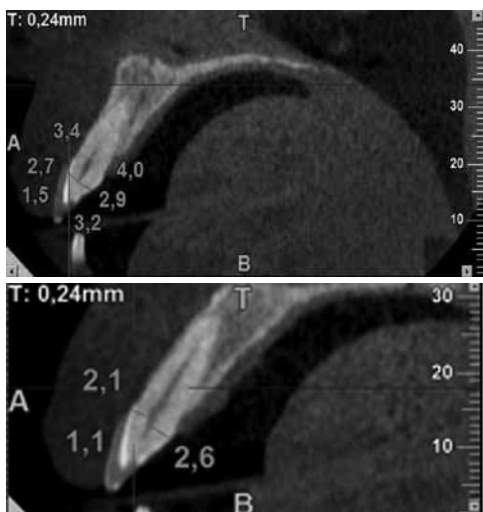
a) y b) Imagen parasagital de Cone Beam maxilar a nivel de diente 1.1 donde se identifica tejido dentario de acrílico radiopaco, se realizan mediciones de espesor dentinario, espesor de capa de acrílico a distintos niveles y distancia del borde cervical de la maqueta diagnóstica radiopaca a la cresta ósea alveolar vestibular.
